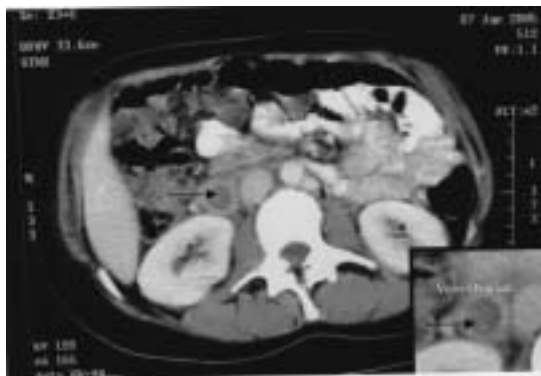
Tomografía axial computarizada que muestra (flecha) la trombosis de la vena ovárica derecha.
